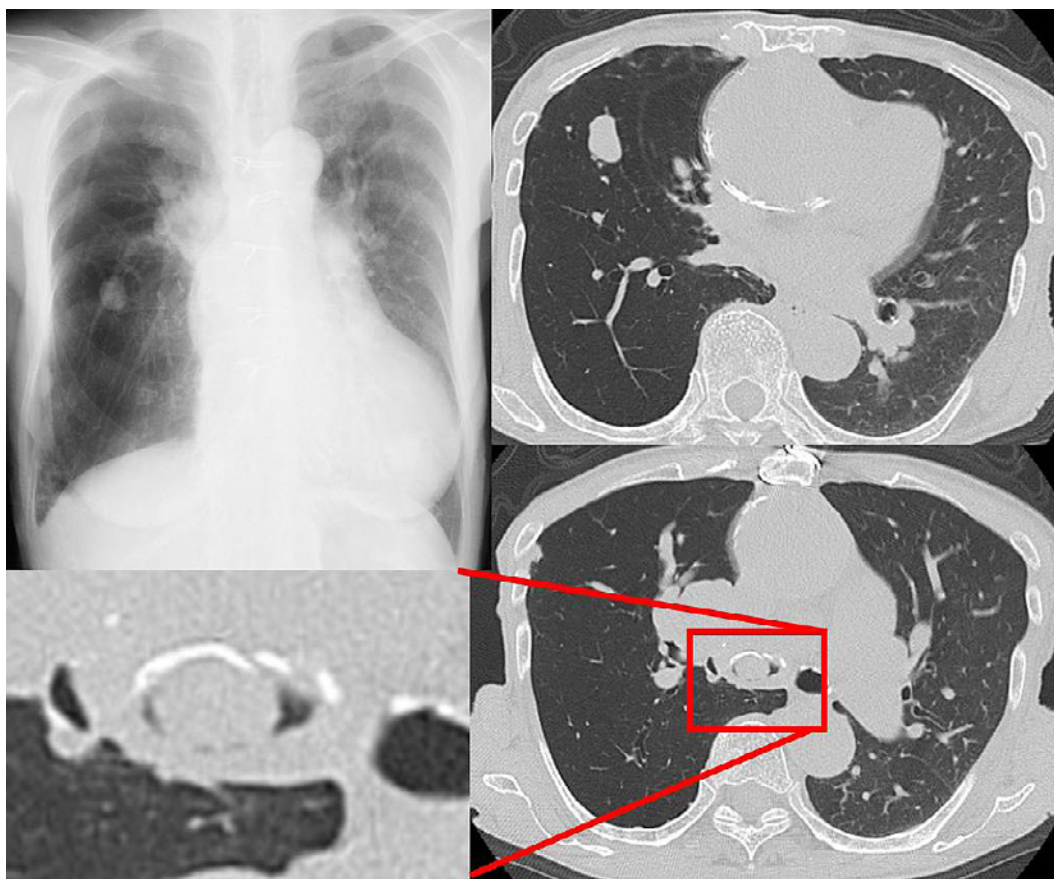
Chest radiography performed on admission showing a nodule in the right lung. A chest CT scan obtained on admission showing a nodule in the periphery of the right lung as well as a tumor obstructing the right main bronchial airway.
